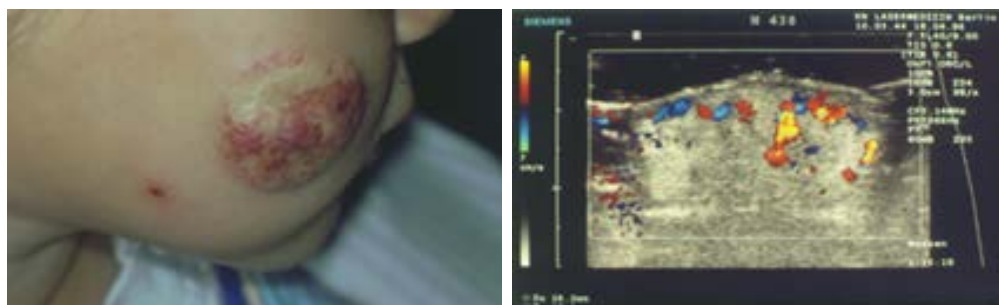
Фаза регрессии. Клинически (слева) – остаточные телеангиэктазии, по УЗИ (справа) – гиперэхогенная зона с единичными венами.
